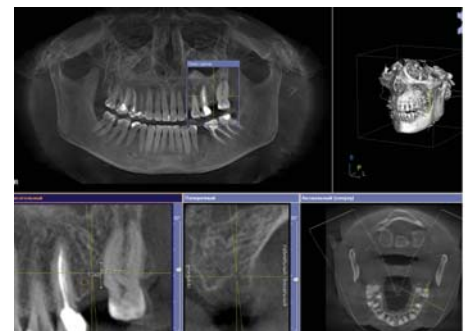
ХГП средней степени тяжести. 3Д КТ, верхняя челюсть.
